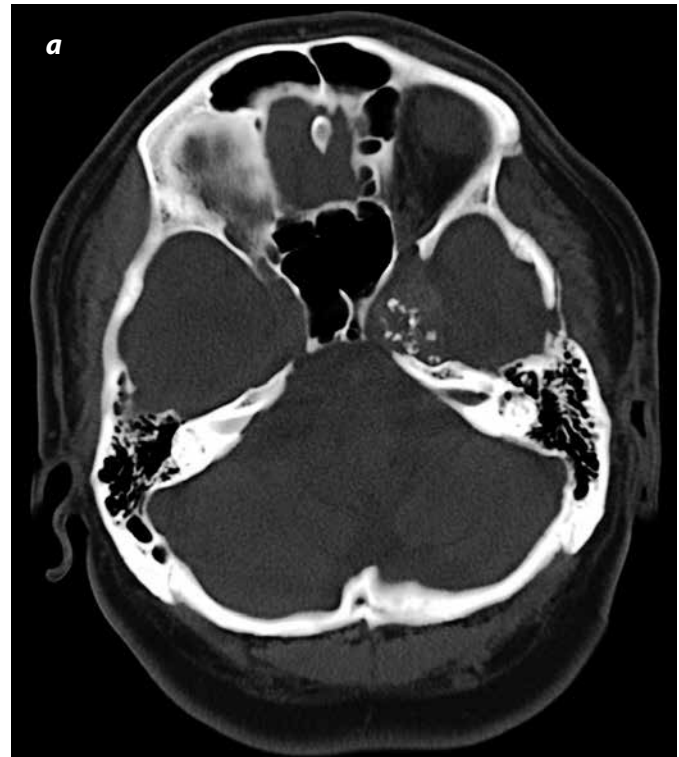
TC no contrastada. a) Ventana ósea: lesión pericavernosa izquierda, con calcificaciones. Craneotomía temporal izquierda; b) Ventana tejidos blandos: lesión densa que erosiona el ápex petroso izquierdo y se extiende al seno cavernoso ipsilateral, con calcificaciones gruesas. Hay un aumento de la atenuación del puente, con extensión a circunvoluciones temporales.
